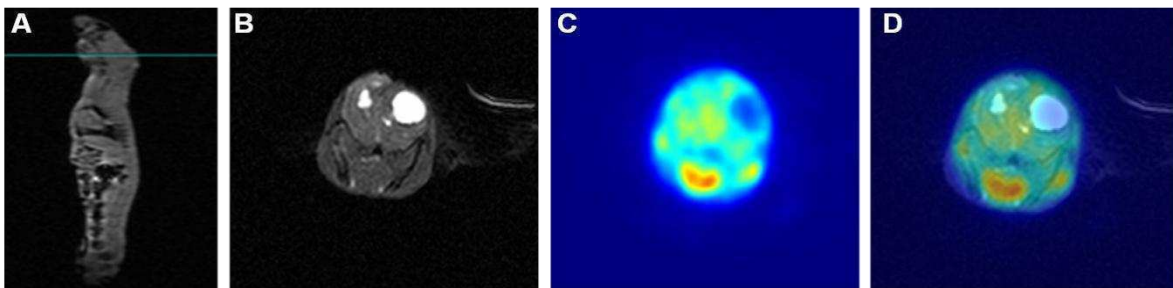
Imágenes de RMN y de F18-FDG en ratones *nude* xenotransplantados con la línea celular G02. A. Imagen de localización por RMN en equipo GE 3T HDx, adquirida con bobina de muñeca. B. RMN, corte coronal flair ponderado en T1. C. Imagen de PET de cerebro con ^{18}F -FDG, co-registrada al reparo anatómico de la RMN. D. Fusión de imágenes entre PET y RMN (B+C).
